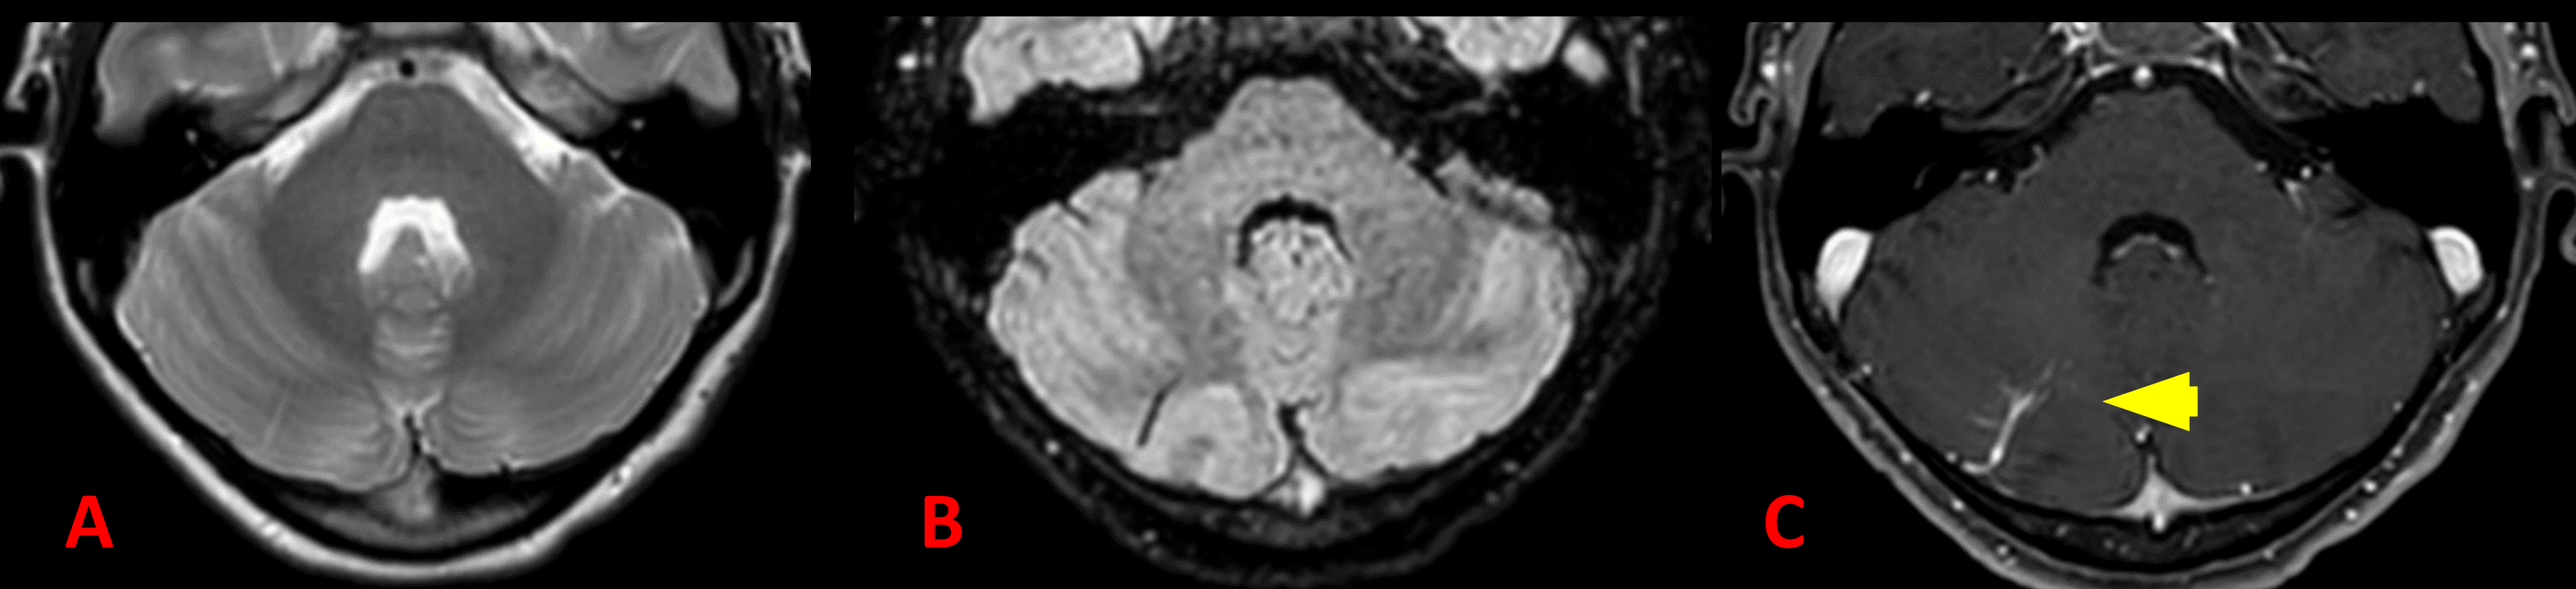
Imágenes de RM, T2 (A), FLAIR (B), PROSET (C). Varón de 11 años con nomalía del desarrollo venoso en hemisferio cerebrelso derecho (flecha en C).
